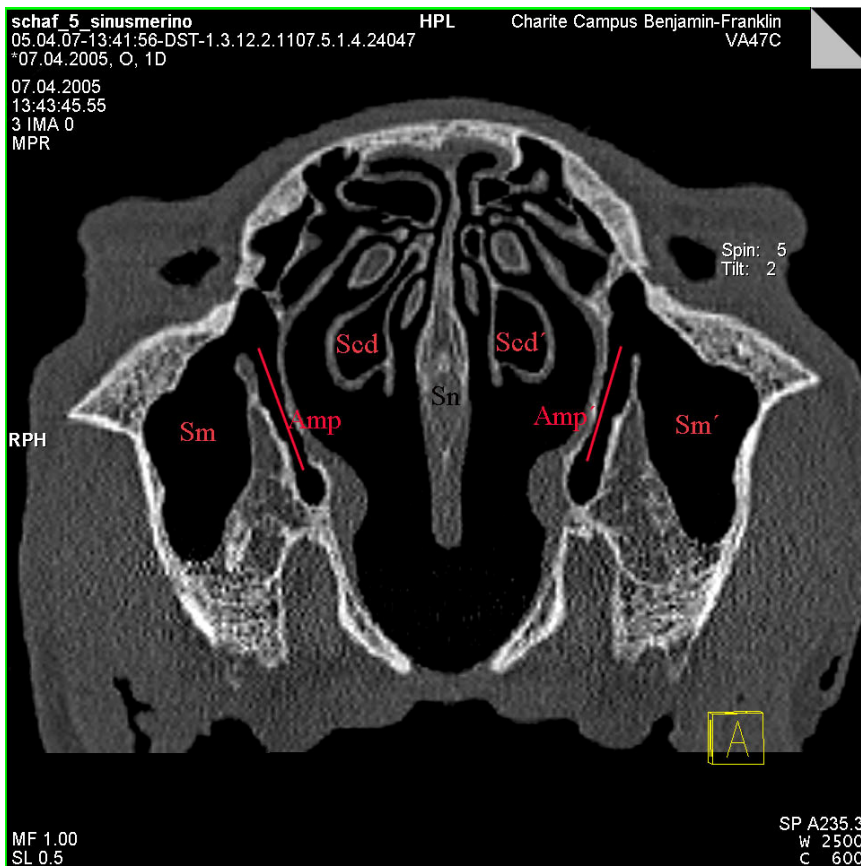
Radiologische Darstellung der Coronarebene 6 des Schafskopfes Nr.5 Merino im CT. Amp – Apertura maxillopalatina dextra; Amp` - Apertura maxillopalatina sinistra; BI - Bulla lacrimalis dextra; BI` - Bulla lacrimalis sinistra; Scd - Sinus conchae dorsalis dexter; Scd` - Sinus conchae dorsalis sinister; Sm - Sinus maxillaris dexter; Sm` - Sinus maxillaris sinister; Sn - Septum nasi; Sp - Sinus palatinus dexter; Sp` - Sinus palatinus sinister.
